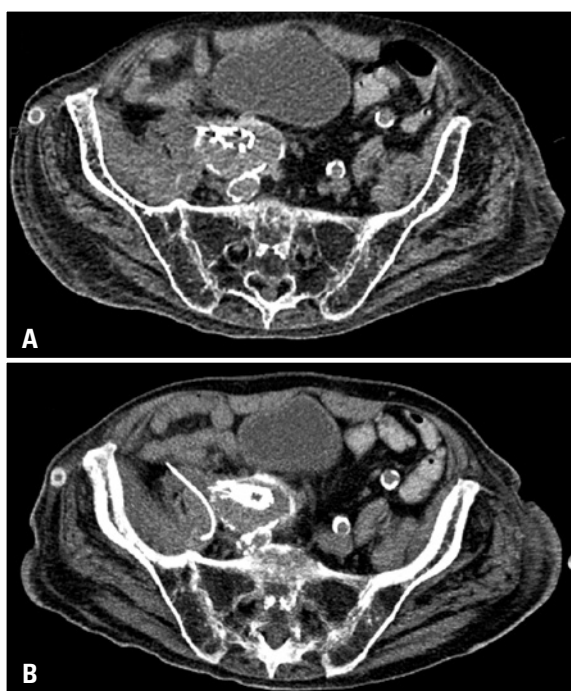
Tratamento percutâneo de abscesso de psoas relacionado à endoprótese. (A) Tomografia sem contraste confirmando a presença de coleção fluida no psoas direito, em contato com o segmento ilíaco da endoprótese e densificação da gordura; (B) Drenagem percutânea guiada por tomografia com inserção de dreno *pigtail* 10F
